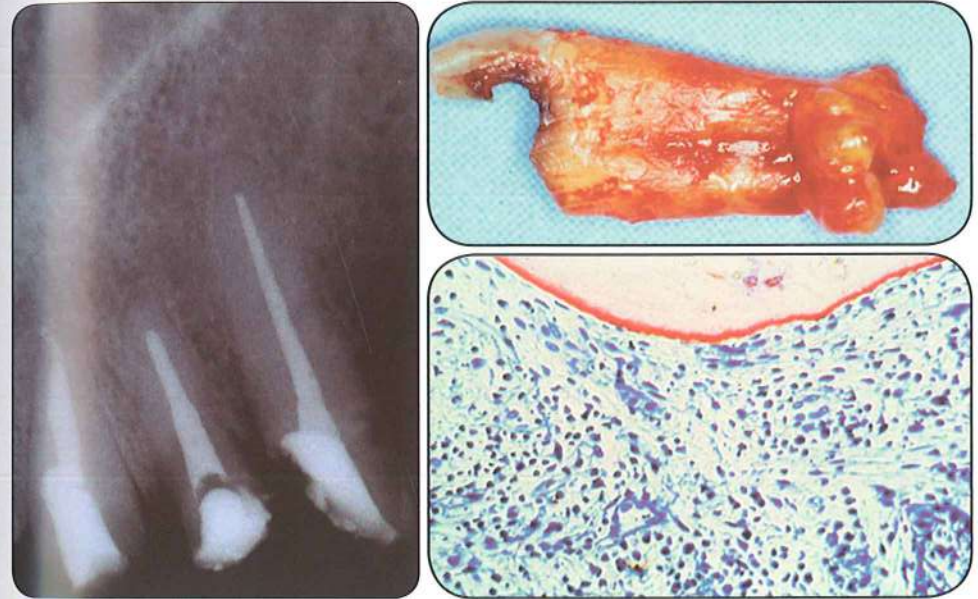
La incidencia de complicaciones postendodoncia en los pacientes VIH+ es similar a la de los controles sanos. Izq: Cortesía del Dr. A. Rodríguez Ponce, Universidad de Santiago de Compostela. Dch: Los hallazgos histopatológicos de las lesiones periapicales en los pacientes VIH+ son similares a los de los controles sanos ©.
